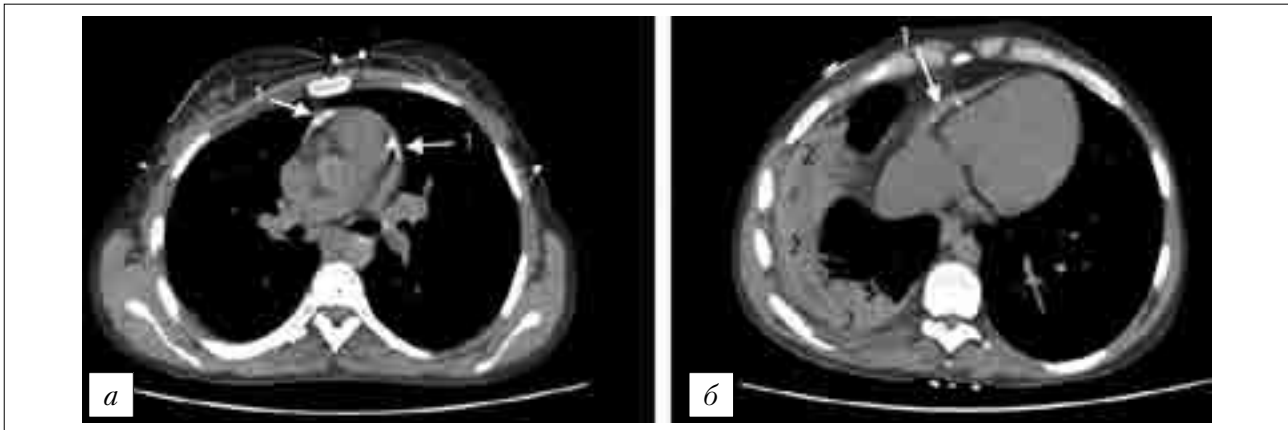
Компьютерные томограммы органов грудной клетки: 1 — уплотнение листков перикарда и их кальциноз, 2 — поражение ткани правого легкого и утолщение листков плевры (*б*)
